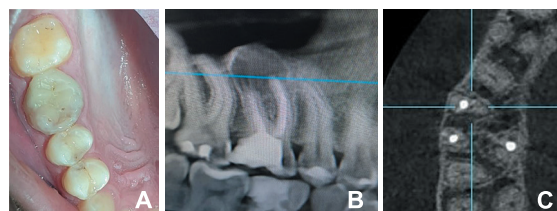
(А) Зуб №1.6 – вид с окклюзионной стороны до лечения; (В) КТ – обширный периапикальный очаг в области зуба №1.6; (С) На поперечном срезе КТ выявлено, что канал МБ II не obturated
